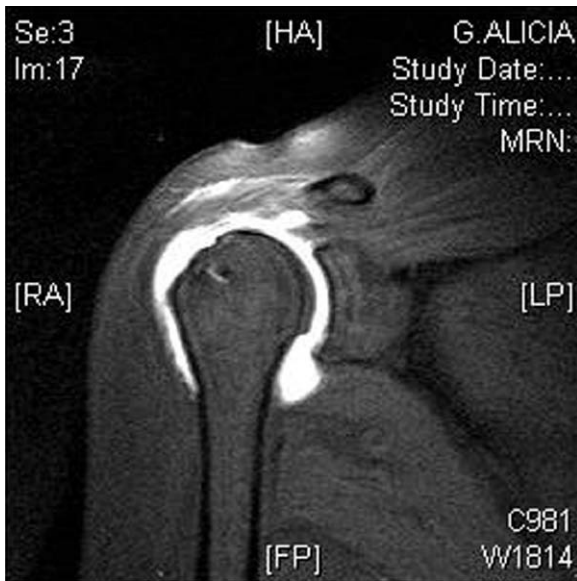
Corte coronal de artro-RM de hombro que muestra fuga de contraste sugerente de franca rerotura del manguito rotador.
